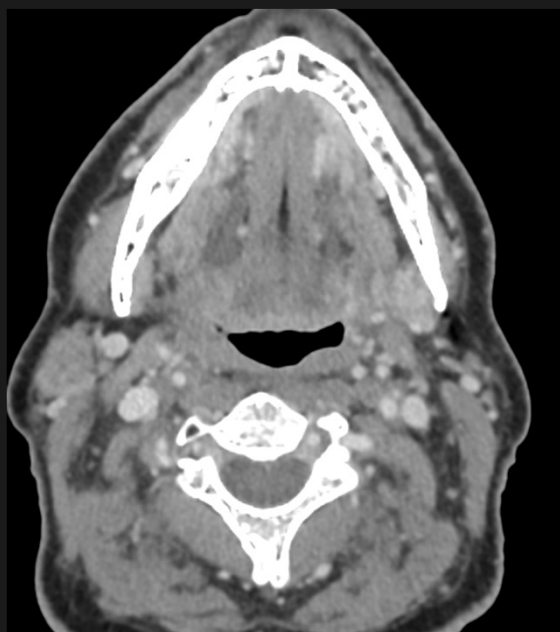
Paciente de 61 años con carcinoma escamoso de orofaringe tratado con radioterapia y quimioterapia. En el TC de cuello con contraste iv no se identifican zonas de realce patológico de contraste, persitiendo el engrosamiento de paredes faringeadas y pliegues aritenopiglóticos en relación con cambios postratamiento. No se demostró enfermedad ganglionar ni recidiva local.
